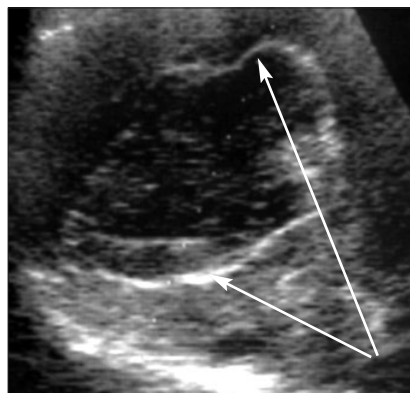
МРТ эхинококковой кисты малых размеров: хорошо определяется «двойной» контур строения стенки кисты
